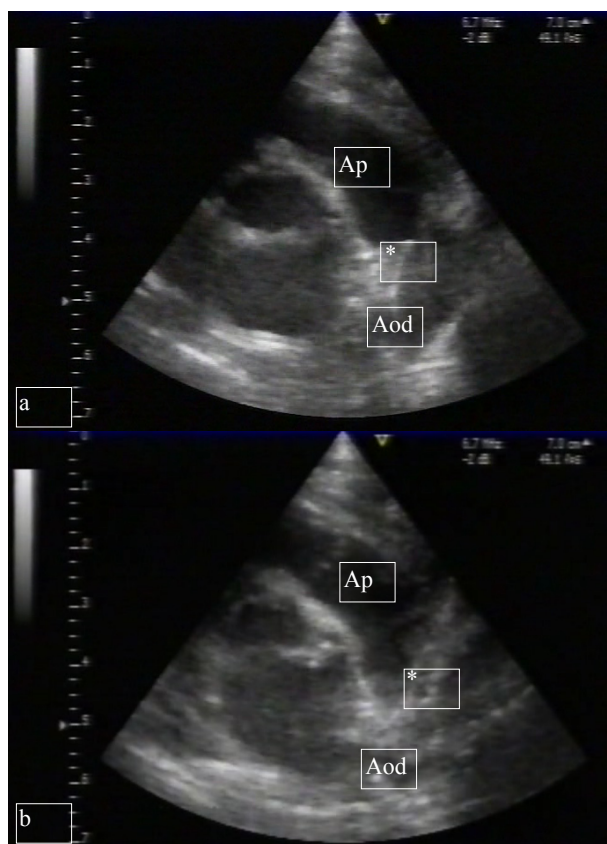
Ecocardiograma bidimensional mostrando o Canal Arterial. Plano para-esternal alto com rotação anti-horária em sístole (a) e em diástole (b), visualizando-se o canal arterial de paredes espessadas e irregulares. Aod = Aorta descendente, Ap = Artéria pulmonar, * = Canal Arterial
